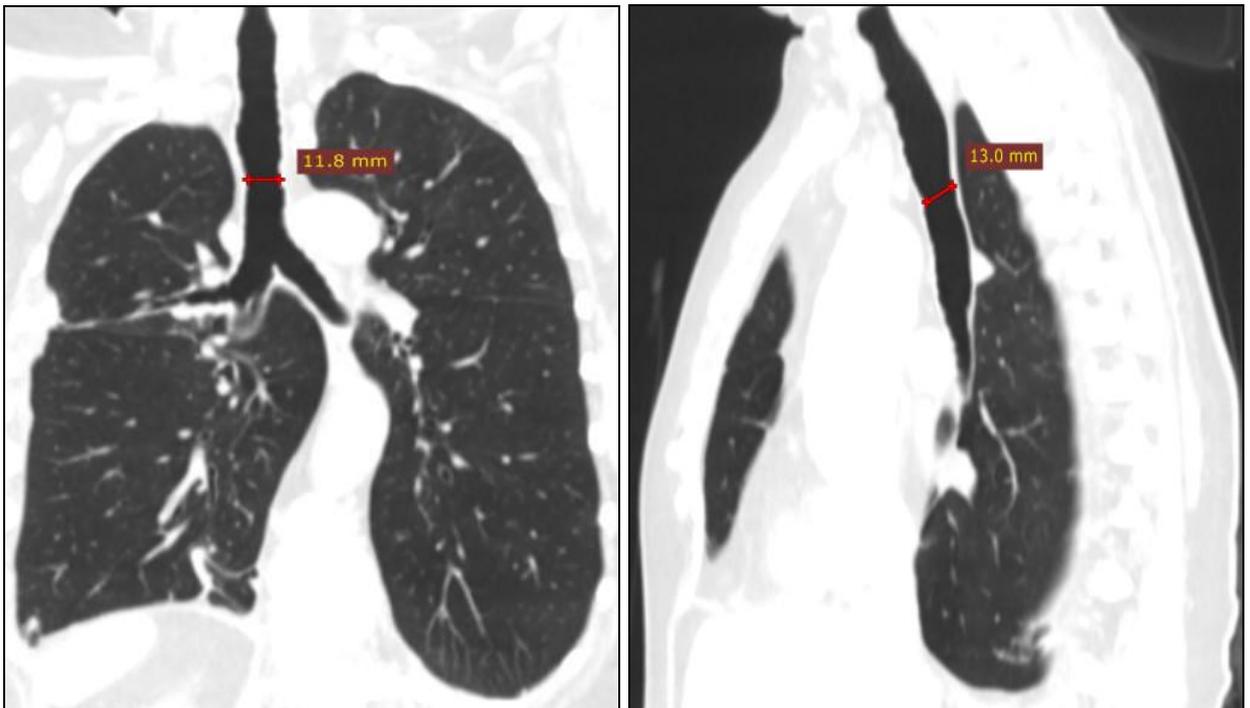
Данные МСКТ через 10 месяцев после эндоскопического бужирования: просвет трахеи сохранен более 1,0 см
